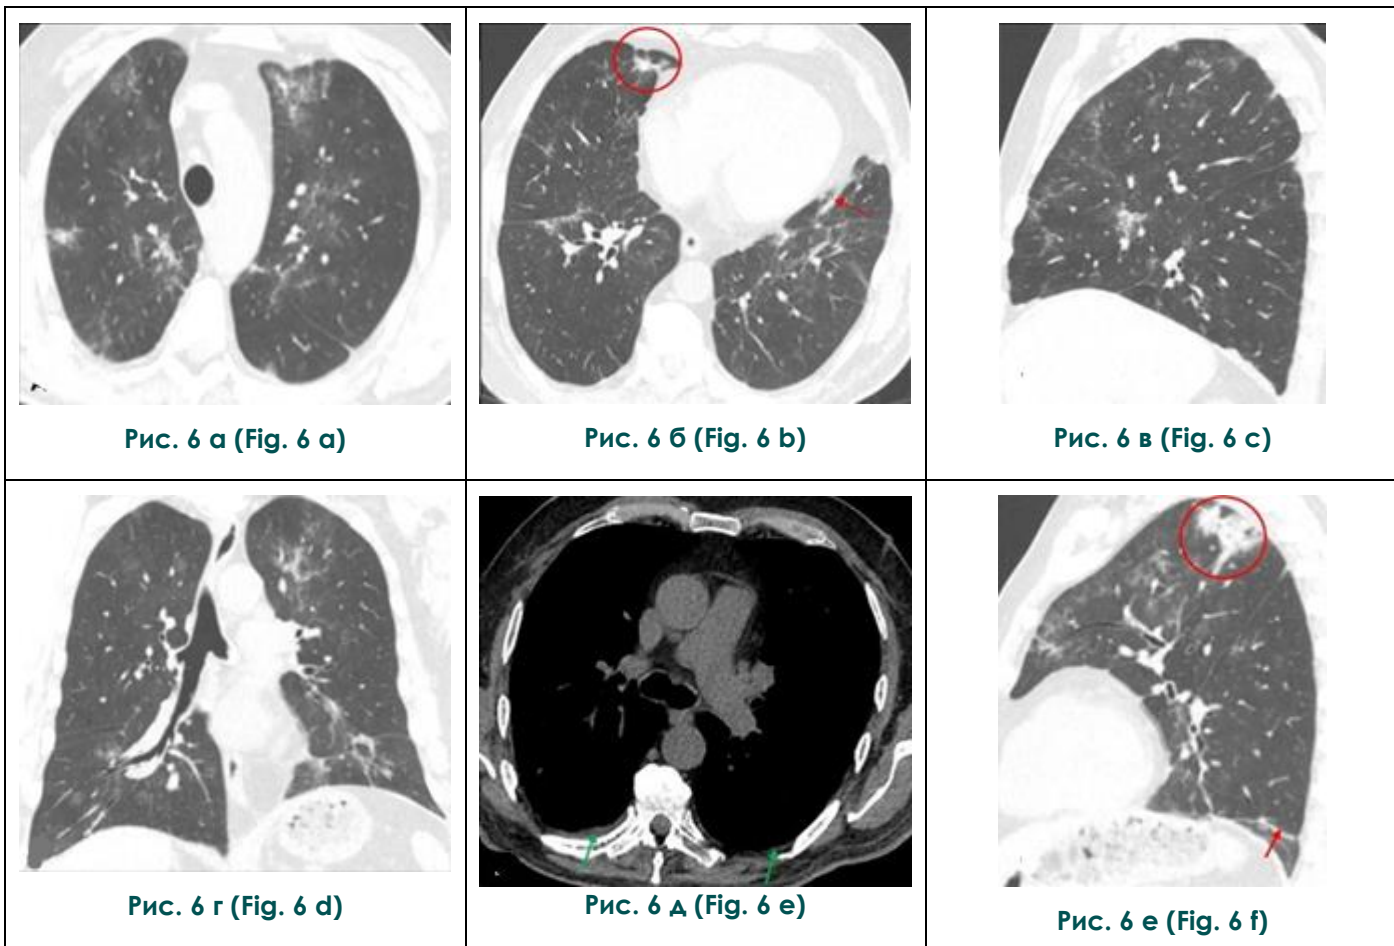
КТ ОГК №6 (от 30.05.2020 г.) в аксиальной (а, б, д), сагиттальной (в, е) и фронтальной (г) плоскостях, в легочном (а, б, в, г, е) и мягкотканном (д) режимах.
